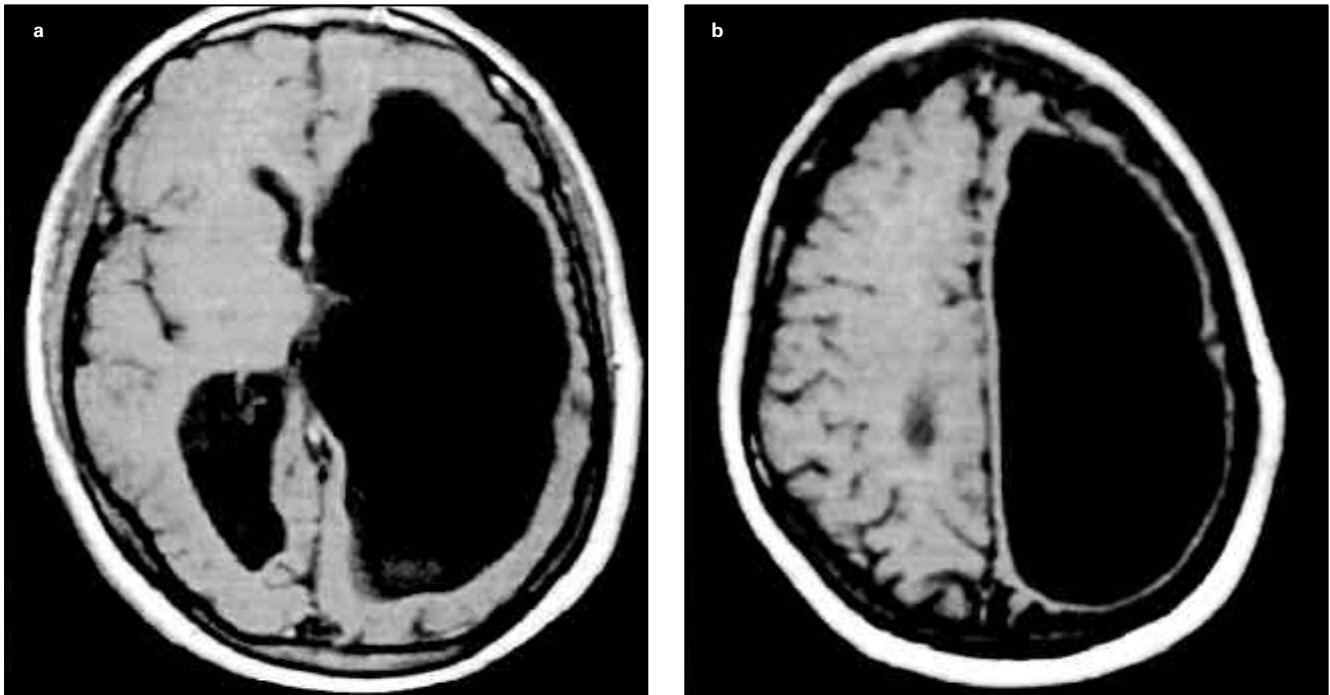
Imágenes transversales de resonancia magnética potenciadas en T₁. Puede observarse una masiva dilatación porencefálica del ventrículo lateral izquierdo, ligera dilatación del asta occipital del ventrículo contralateral y extensa destrucción de la sustancia blanca del hemisferio izquierdo con adelgazamiento del neocórtex.
